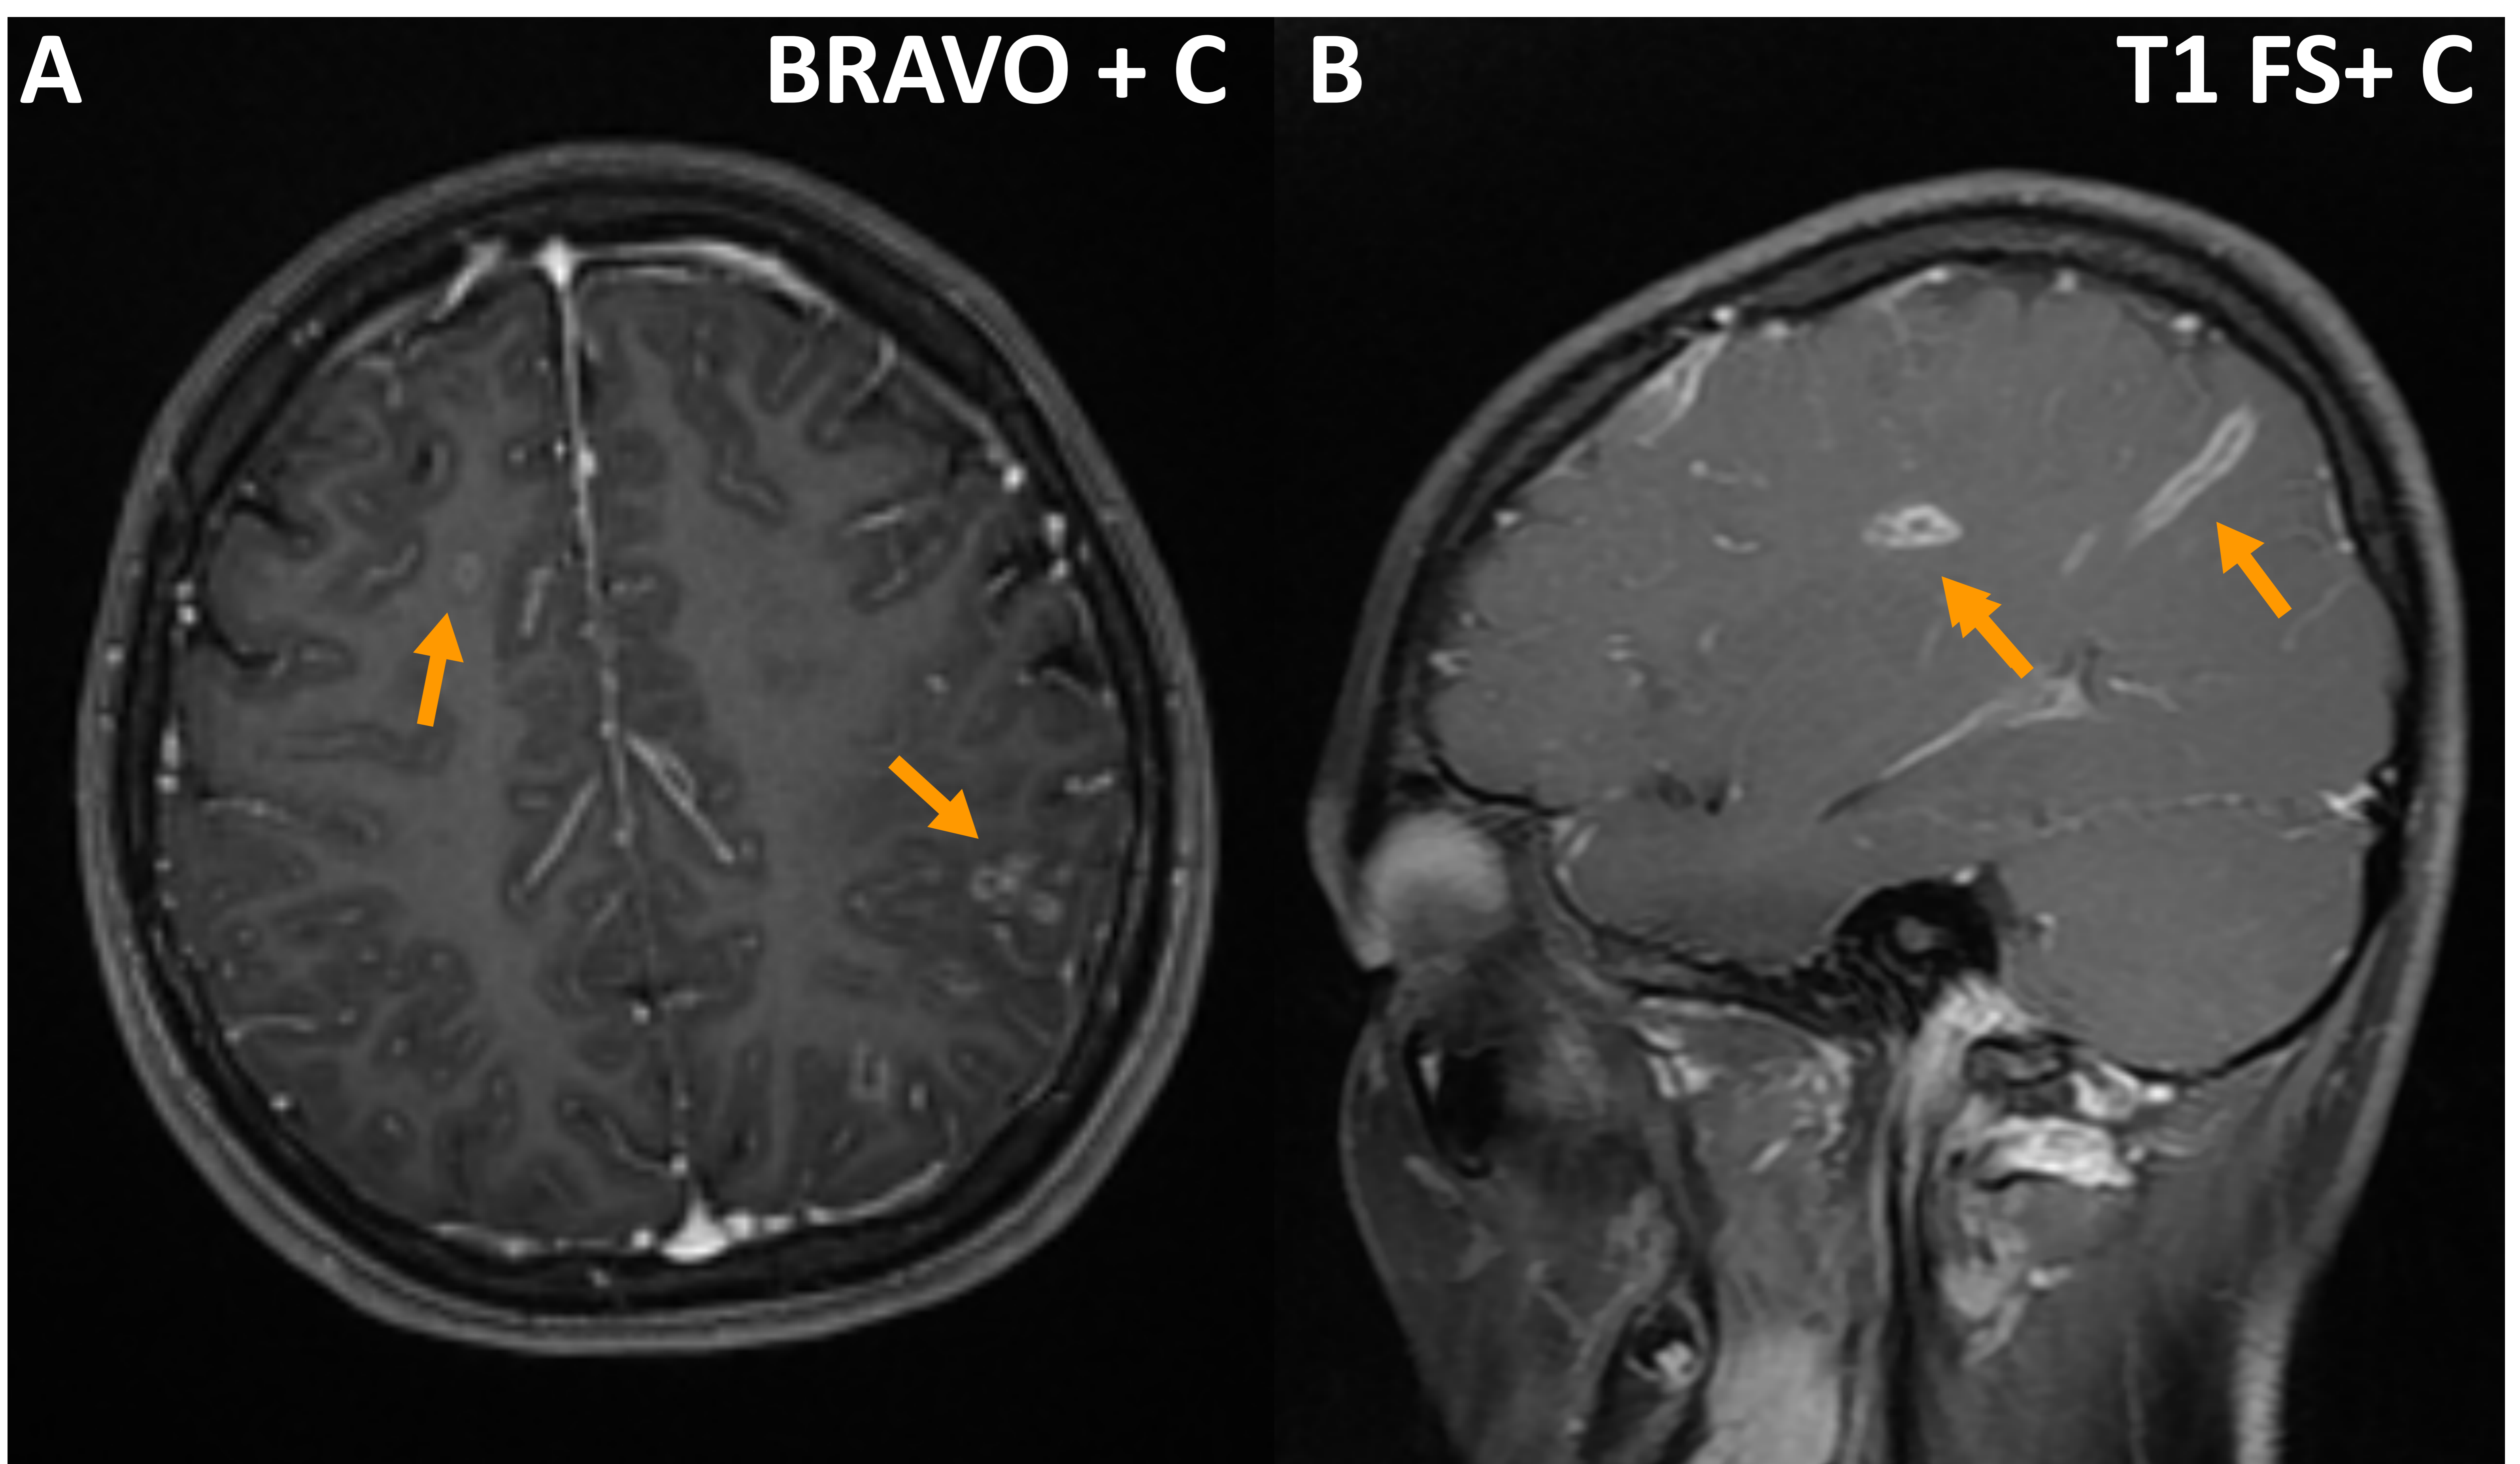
Paciente con meningitis meningocócica con cefalea persistente. RM realizada con gadolinio. A. Marcada captación leptomenígea supra e infratentorial. A. y B. Múltiples realces lineales en la sustancia blanca de ambos hemisferios cerebrales, que indica cambios inflamatorios agudos en los espacios perivasculares y/O paredes de los vasos. Podría ser un signo indirecto de vasculitis, cuya confirmación se haría con la presencia de infartos o la presencia de estenosis irregulares arteriales en una arteriografía diagnóstica (flechas naranjas).
